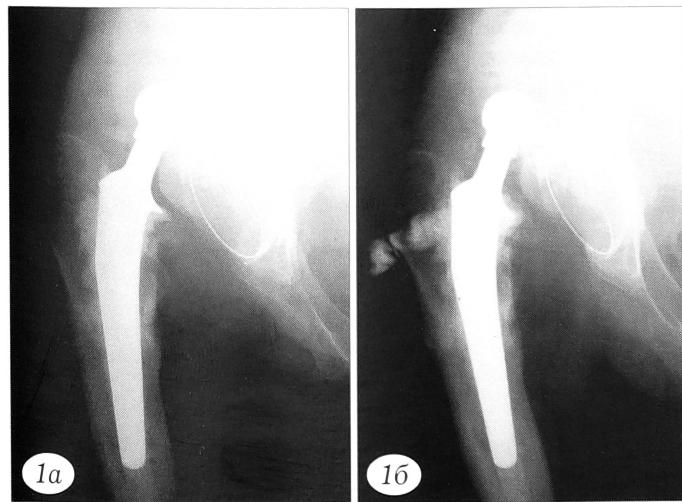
Рентгенограмма (а) и фистулограмма (б) больного Х. 39 лет при поступлении. Ранее по поводу хронического гематогенного остеомиелита головки правой бедренной кости были выполнены резекционная секвестрэктомия проксимального отдела бедра и первичное эндопротезирование тазобедренного сустава протезом «Protek» с использованием костного цемента. Через 1 мес в связи с нестабильностью вертлужного компонента произведен его замена. Через 6 мес в области послеоперационного рубца открылся свищ. Диагностирован хронический остеомиелит проксимального отдела бедренной кости с вывихиванием эндопротеза. Поступил через 1 год после эндопротезирования и 5 мес после развития гнойно-воспалительного процесса.
